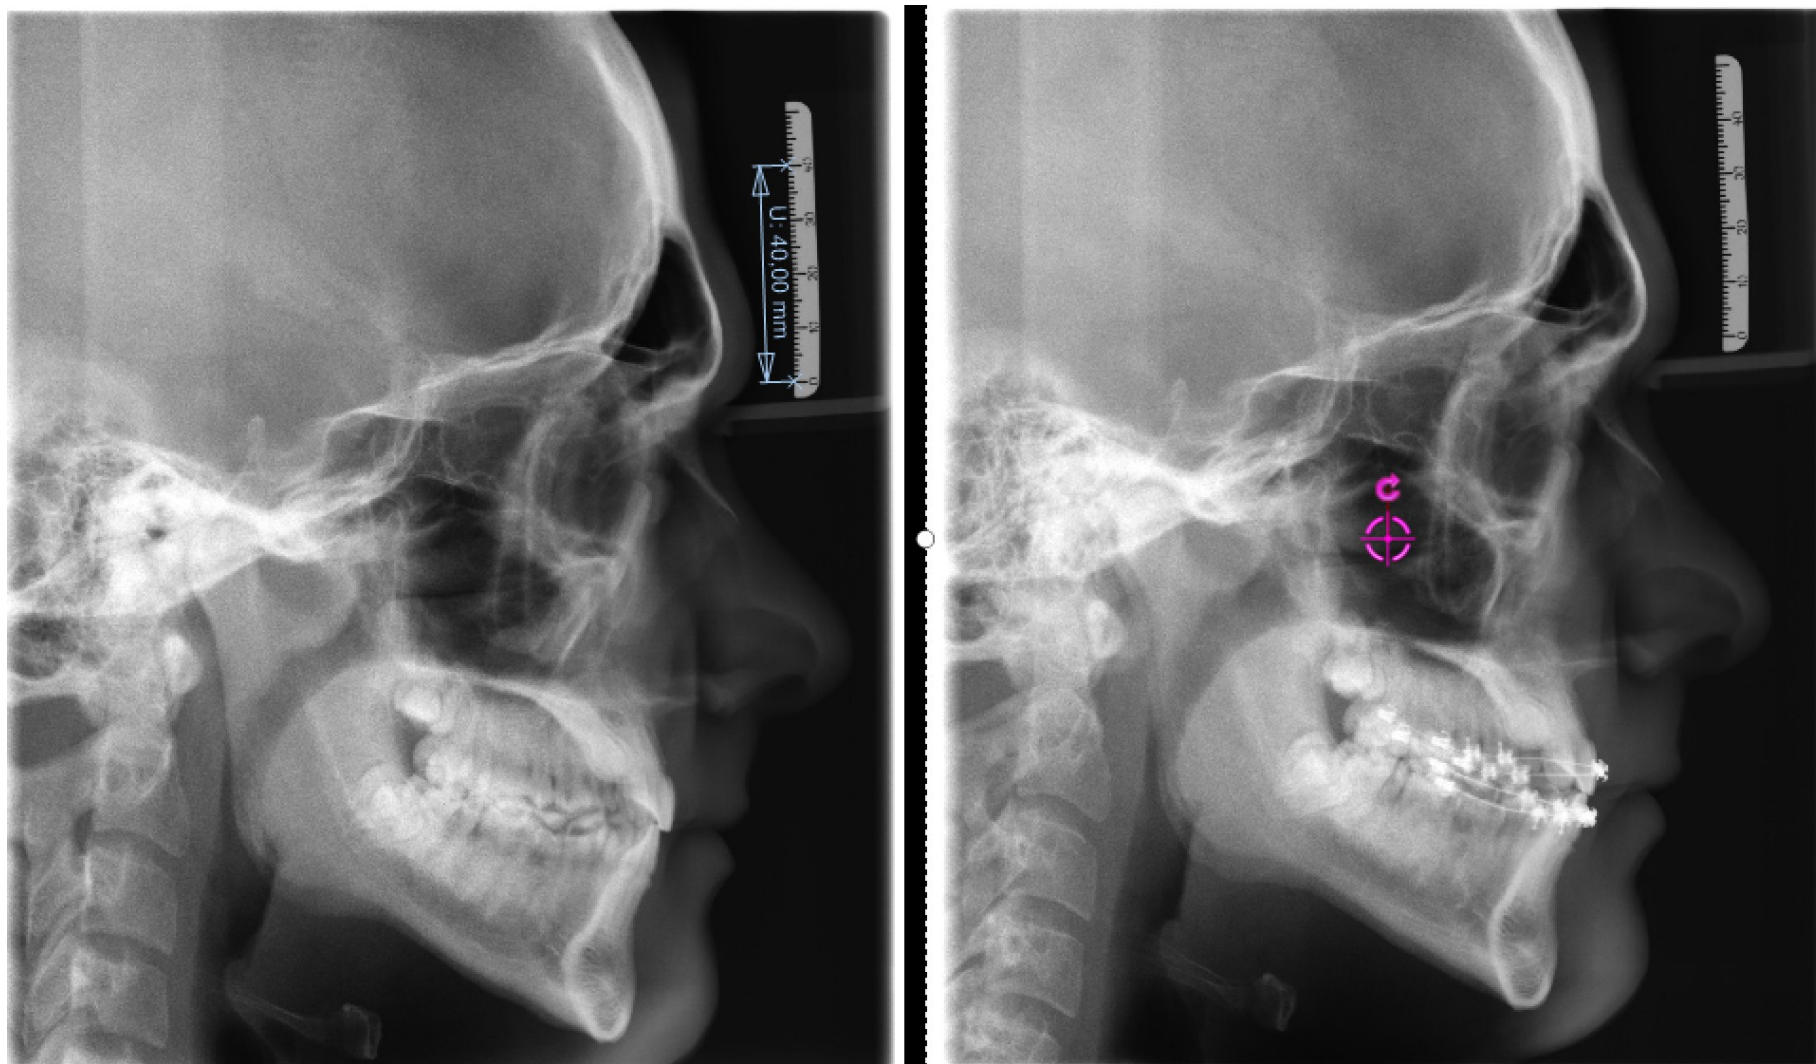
Caso2: Comparação lado a lado da telerradiografia diagnóstico (esquerda) e pós-operatória (direita)
